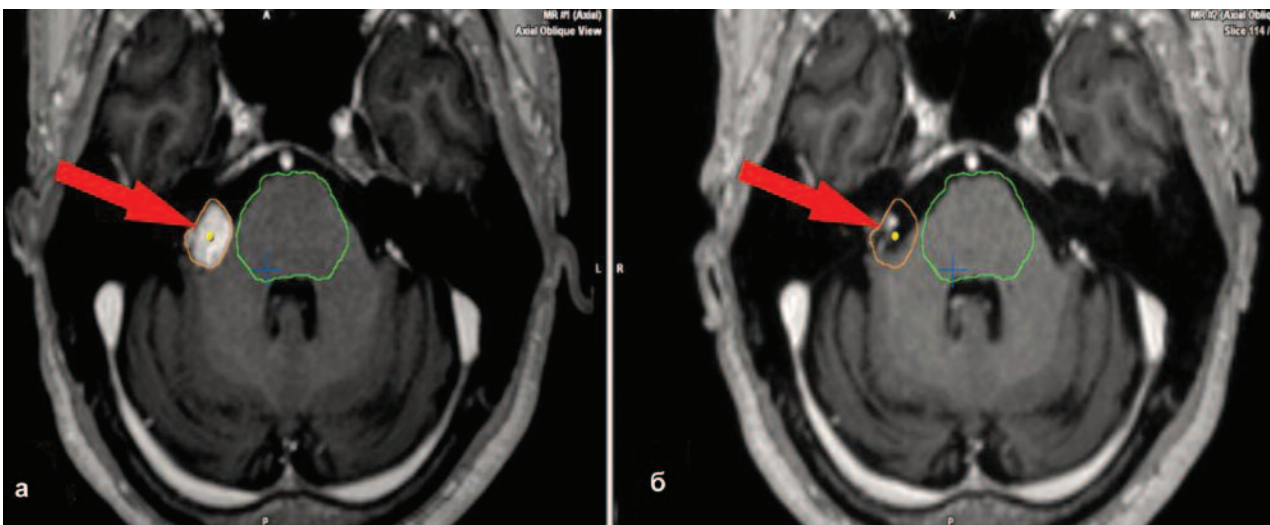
МРТ головного мозку (Т133 + Gd). Регрес ВШ справа через 24 місяці після СРХ: а – ВШ справа на момент проведення СРХ; б – контрольне МРТ-обстеження через 24 місяці після СРХ (регрес пухлини). Контур ВШ окреслено помаранчевим кольором, контур стовбура головного мозку – зеленим
